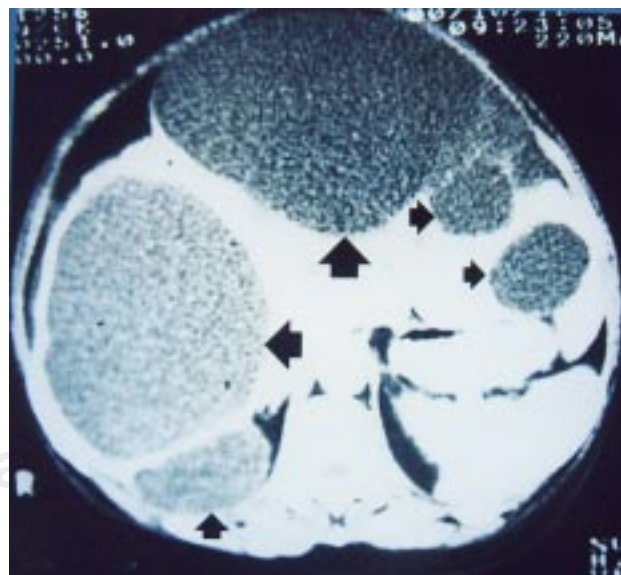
Tomografía axial computadorizada de abdomen que muestra múltiples quistes hepáticos de tamaño variable en ambos lóbulos (flecha).
